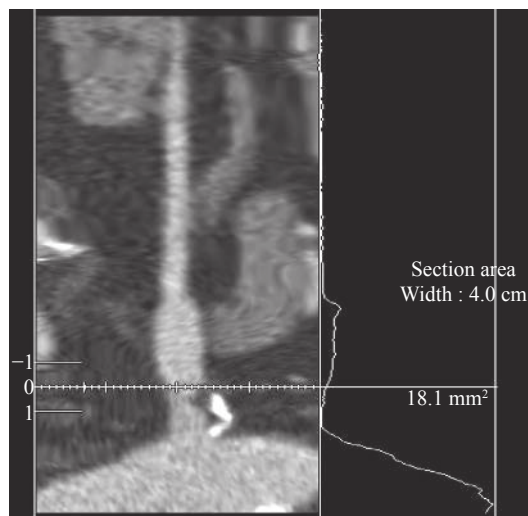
肾动脉狭窄患者(男性,64岁)CTA曲面重建肾动脉主干面积测量图 图中,曲面重建图像显示狭窄侧肾动脉起始部混合性斑块,相应管腔轻度狭窄,狭窄近端肾动脉主干面积约为 18.1 mm^2 。CTA:CT血管造影。
